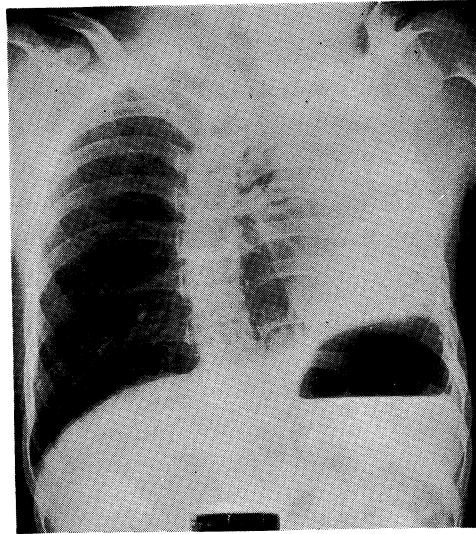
Chest radiograph of case No. 3, showing left total opacity accompanying mediastinal shift with right lung herniation to left side, and left hemidiaphragmatic elevation.
